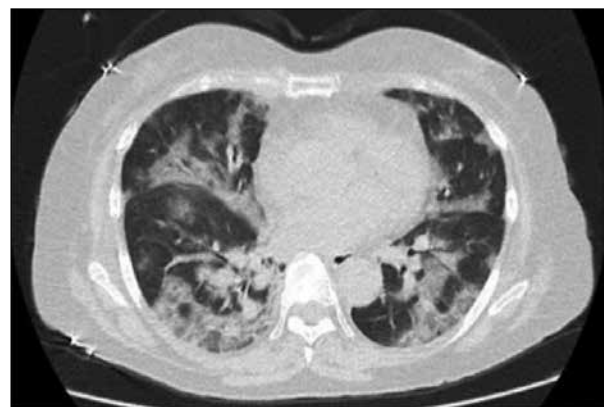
Tomografía de tórax. Hallazgos de infiltrados intersticiales tipo parches en vidrio deslustrado con retracciones peribronquiales que condicionan bronquiectasias, patrón en empedrado loco a predominio de ambas bases, además asocia focos de consolidaciones periféricas con escaso broncograma aéreo. Hallazgos sugestivos de neumonía atípica por COVID-19 (CORADS 6).
